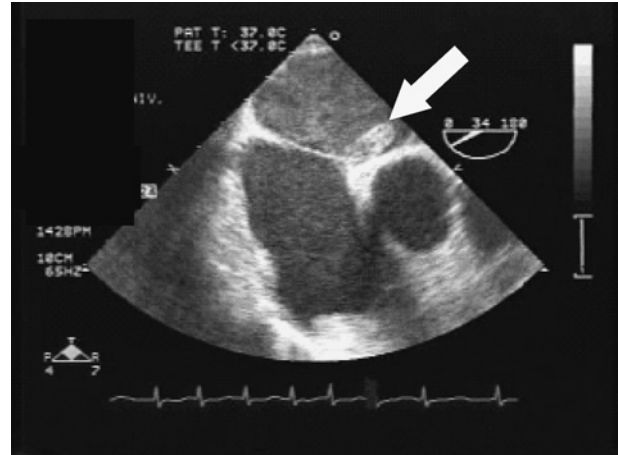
発症 6 時間以内の経食道心エコー図検査
